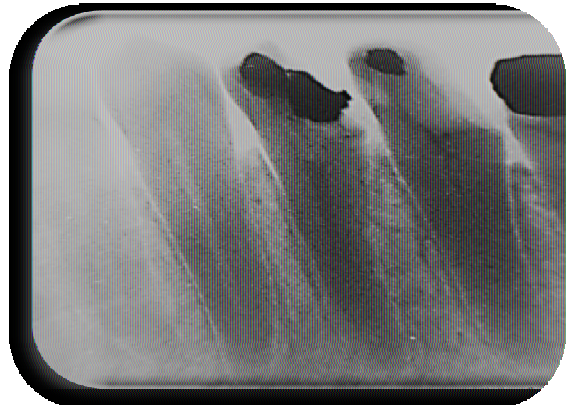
radiographie préopératoire de la 34 et 35
